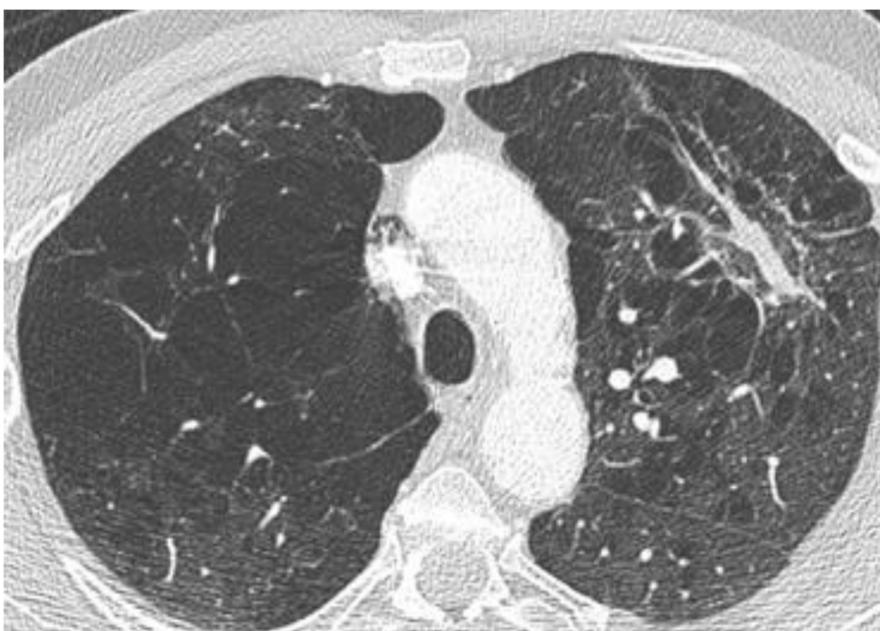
TC torácico con disminución significativa de tamaño de la lesión en LSI. Abril 2016.
